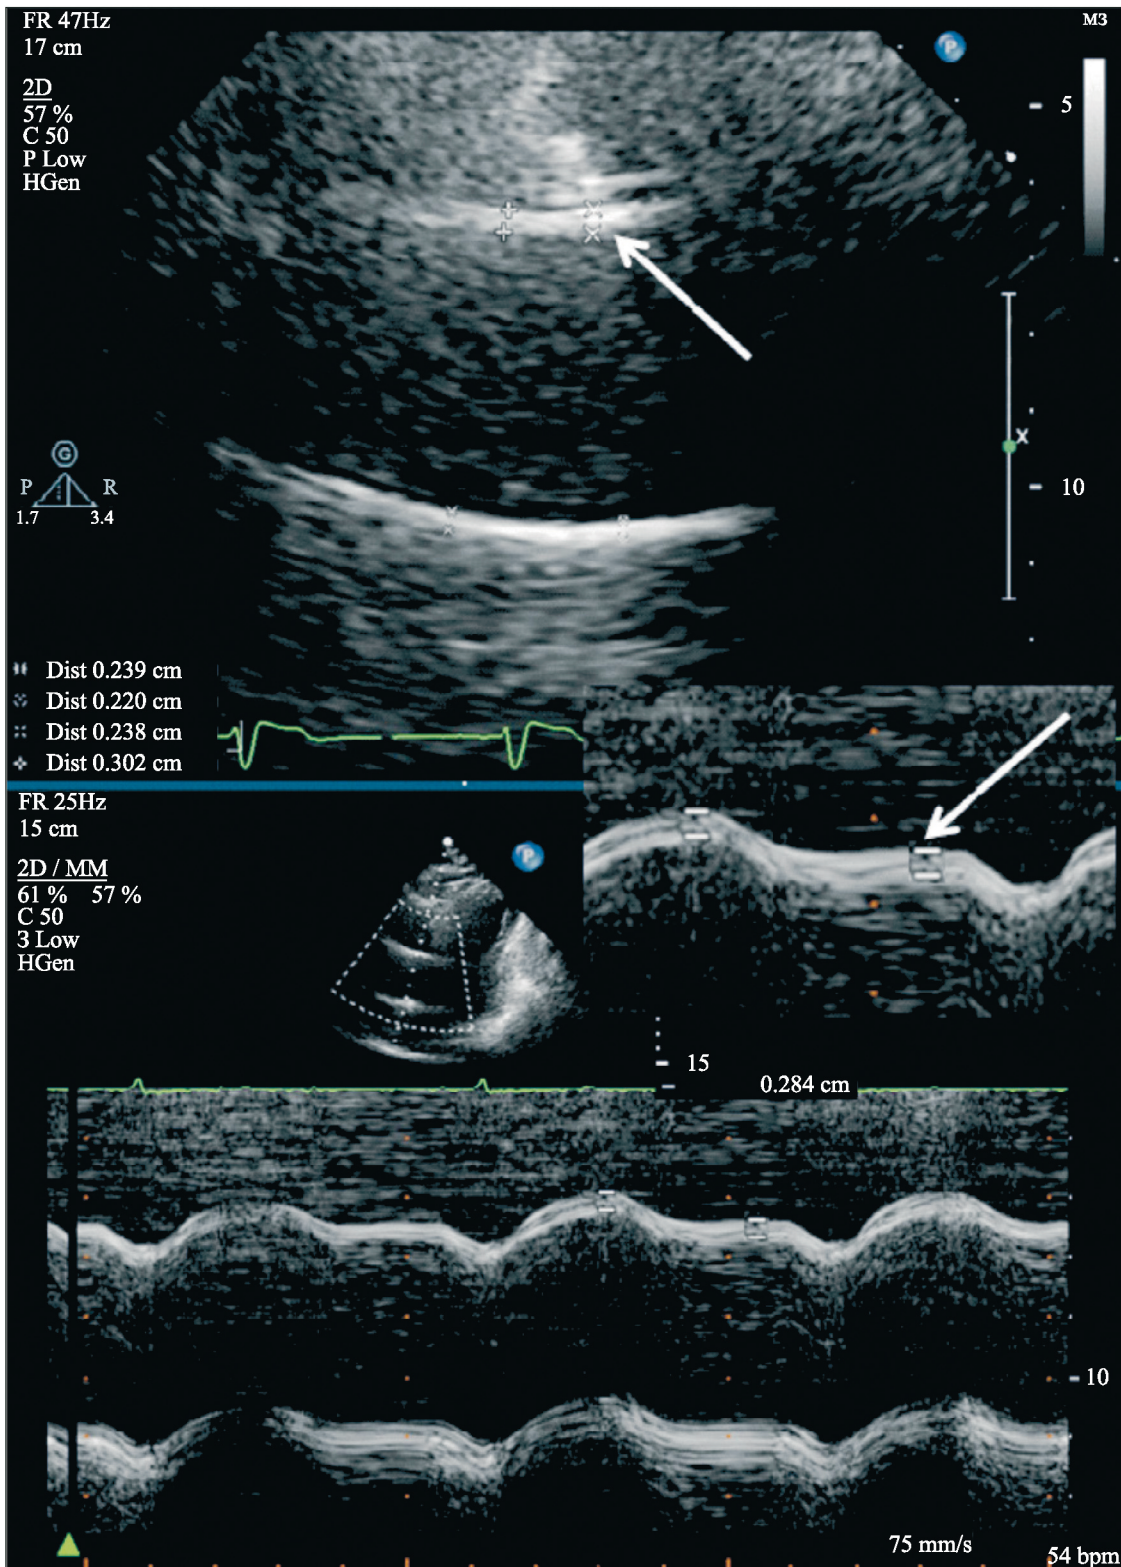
Эхокардиограмма пациента с атеросклерозом восходящего отдела аорты, парастеральный доступ, позиция по длинной оси ЛЖ. Вверху — изображение в В-режиме, внизу — в М-режиме. Крупно: визуализирован срез передней стенки восходящего отдела аорты. Отмечается неравномерное утолщение стенки аорты от 2,2 до 3,38 мм с усилением ее эхогенности — признаки атеросклеротического поражения аорты
